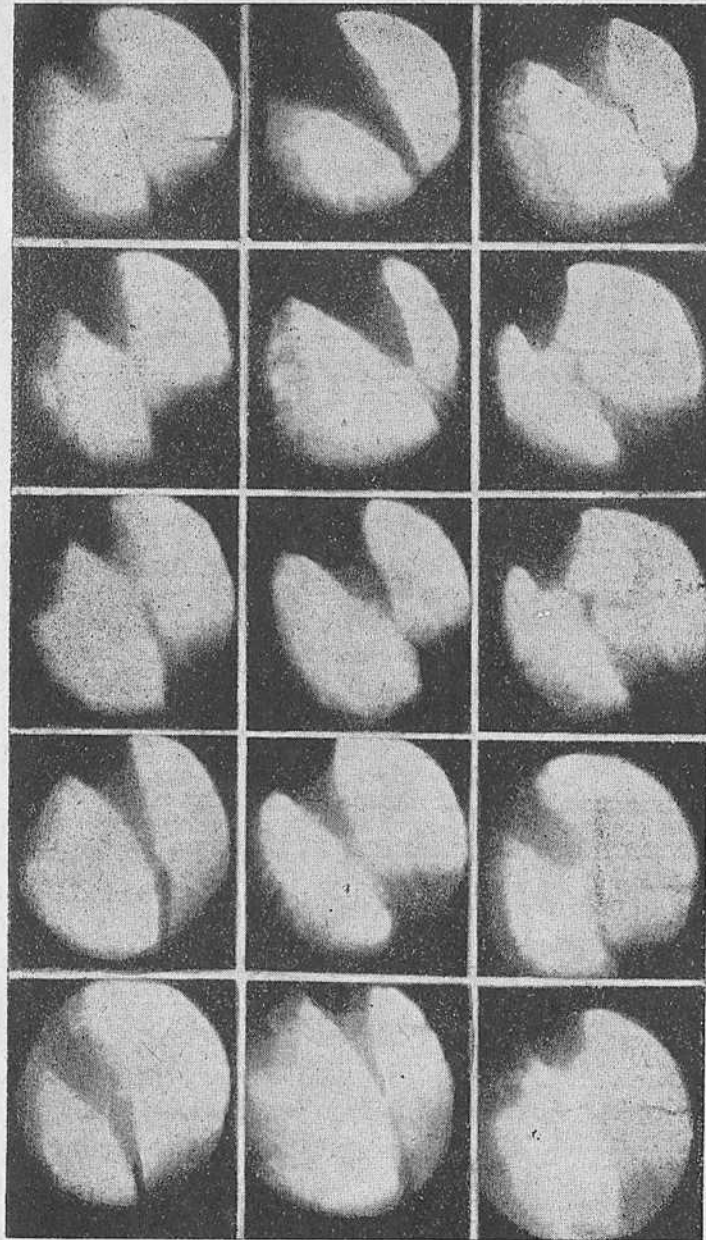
Ахалазия кардии I типа. Механическое опорожнение пищевода в желудок. Рентгенокиномонтаж через 16 кадров.
